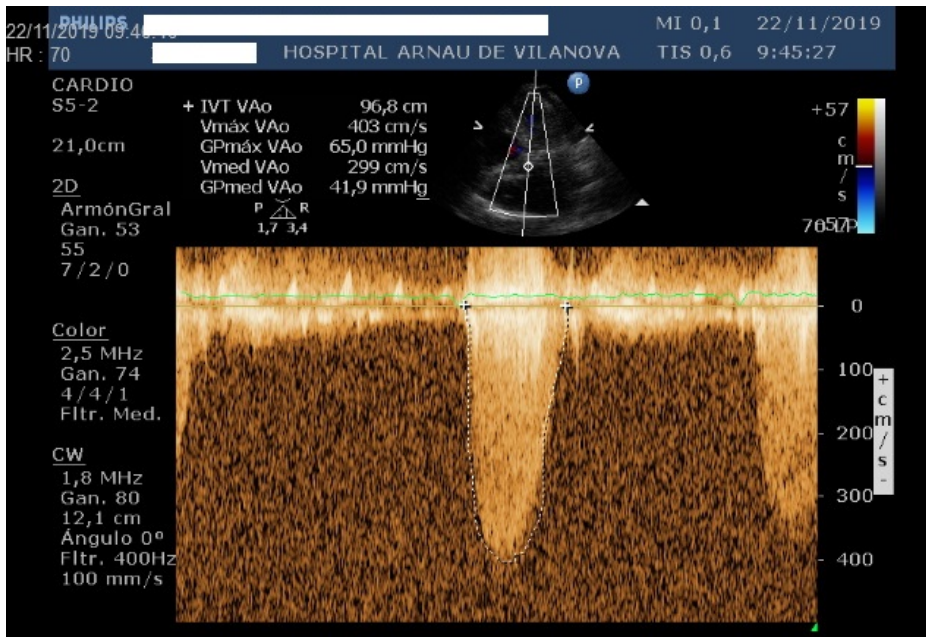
Patrón doppler continuo con imagen de estenosis aórtica severa
